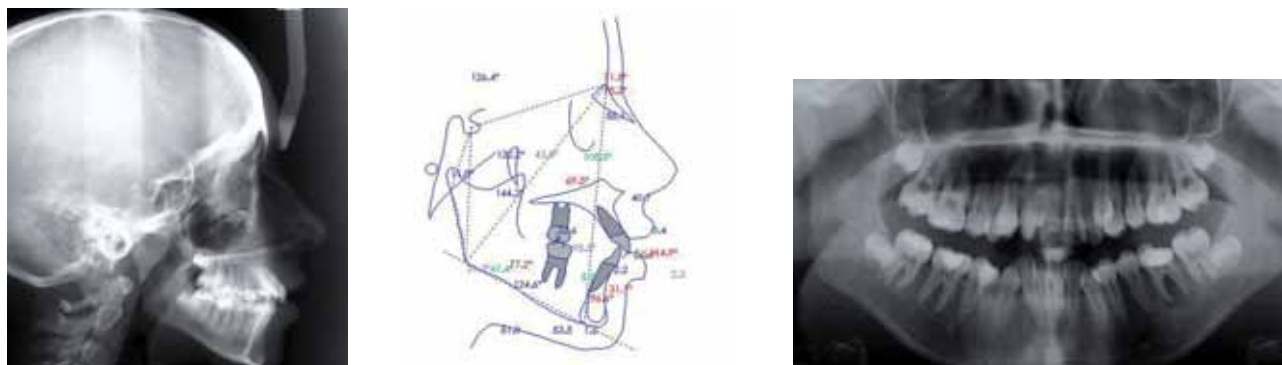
a) Teleradiografia latero-laterale; b) tracciato cefalometrico secondo la Scuola di Milano, c) OPT.
